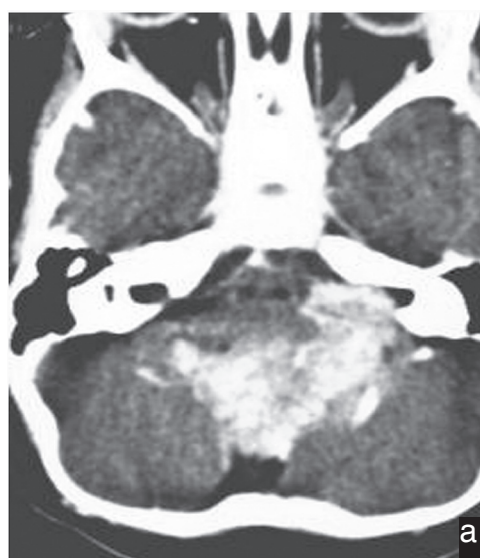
TDM et IRM d'un patient porteur d'un médulloblastome avant (a) et après chirurgie (b).
